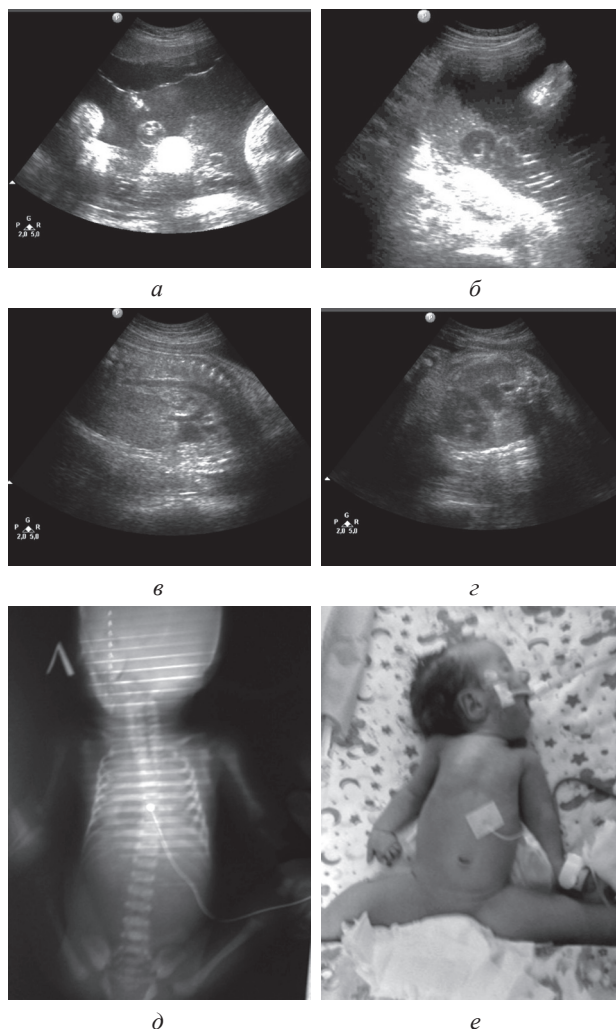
Пример диагностики последовательности деформаций при синдроме фетальной акинезии. Беременность низкого риска, нормальный результат скрининга второго триместра. В 28 недель диагностировано резкое многоводие, обусловленное нарушением глотания (*а*); высокая эхогенность мекония в водах, обусловленная сфинктерной дисфункцией (*б*); релаксация диафрагмы и диафрагмальная грыжа (*в*, *г*). Обзорная рентгенограмма и фото новорожденного в крайне тяжелом состоянии, с артрогриппозом на фоне антенатальной деформации и выраженной постнатальной миастении (*д*, *е*). Ребенок умер в возрасте 4 месяцев
